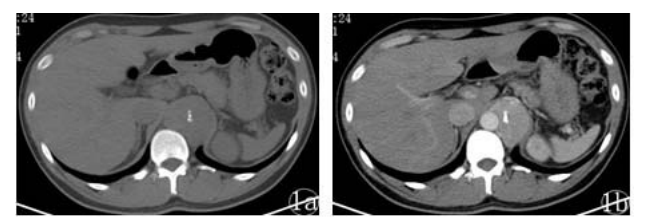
LCD 患者,男,33 岁,左后纵隔区软组织肿块影,中心见细线状钙化,平扫 CT 值 33 HU,均匀强化,增强后 CT 值约 89HU
